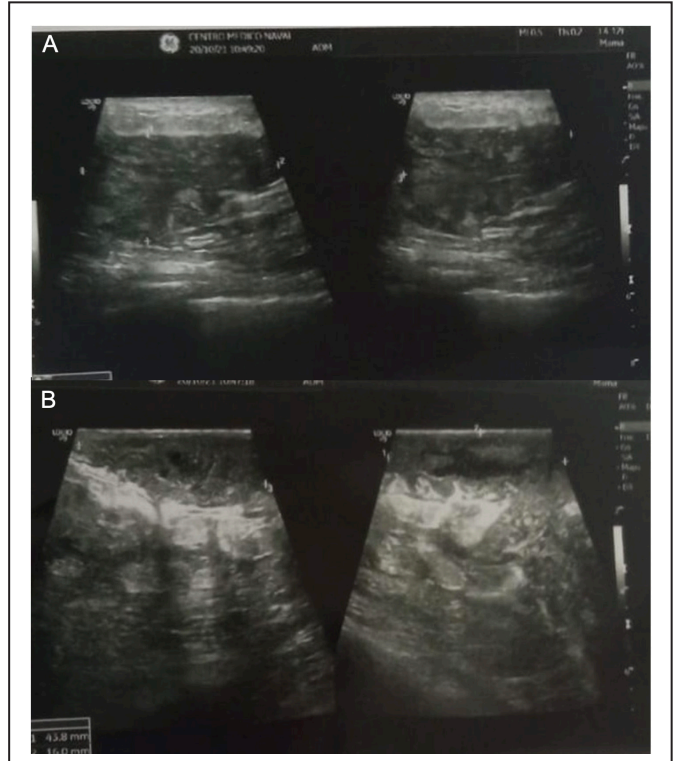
Ecografía mamaria. 2A. En la mama izquierda se evidencia la presencia de colecciones heterogéneas rodeadas de una cápsula gruesa e irregular en el cuadrante superior interno. 2B. En la mama derecha se observan áreas hiperecogénicas dentro de los conductos.
